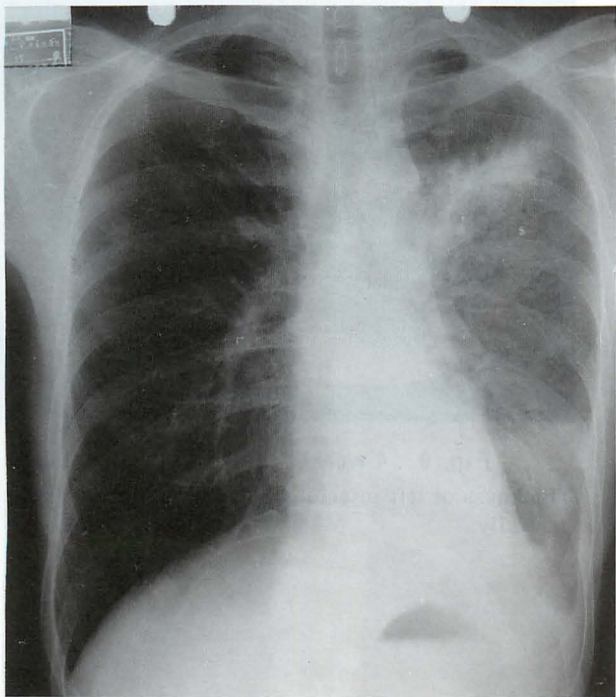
X-ray photo of the chest 2 weeks later
